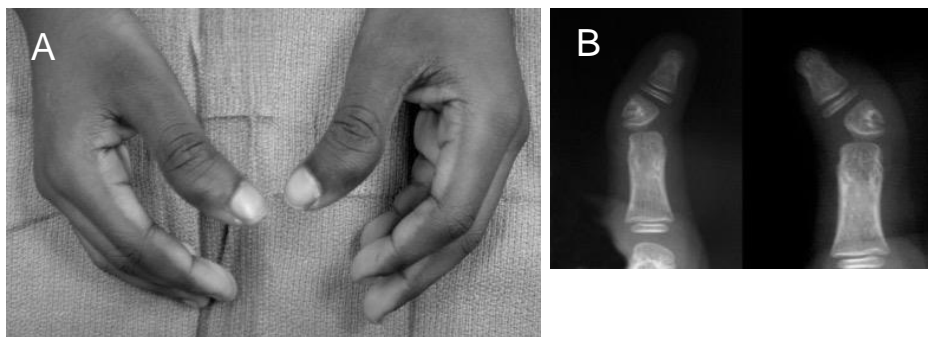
Criança de 8 anos com polegares trifalângicos. A) Aspecto clínico com leve angulação; B) As radiografias mostram uma falange extra de formato triangular que causa a angulação. Fonte: Shriners Hospital for Children, Philadelphia Unit.
